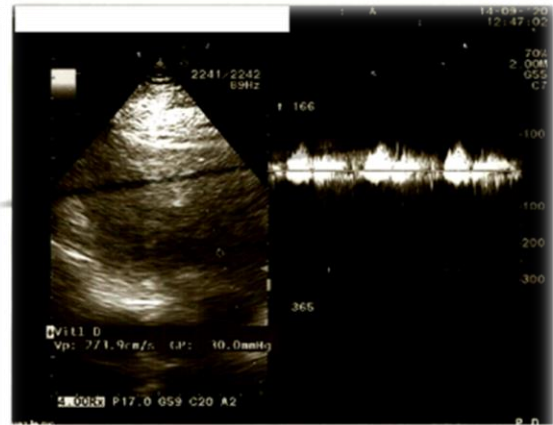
Echocardiography Doppler
